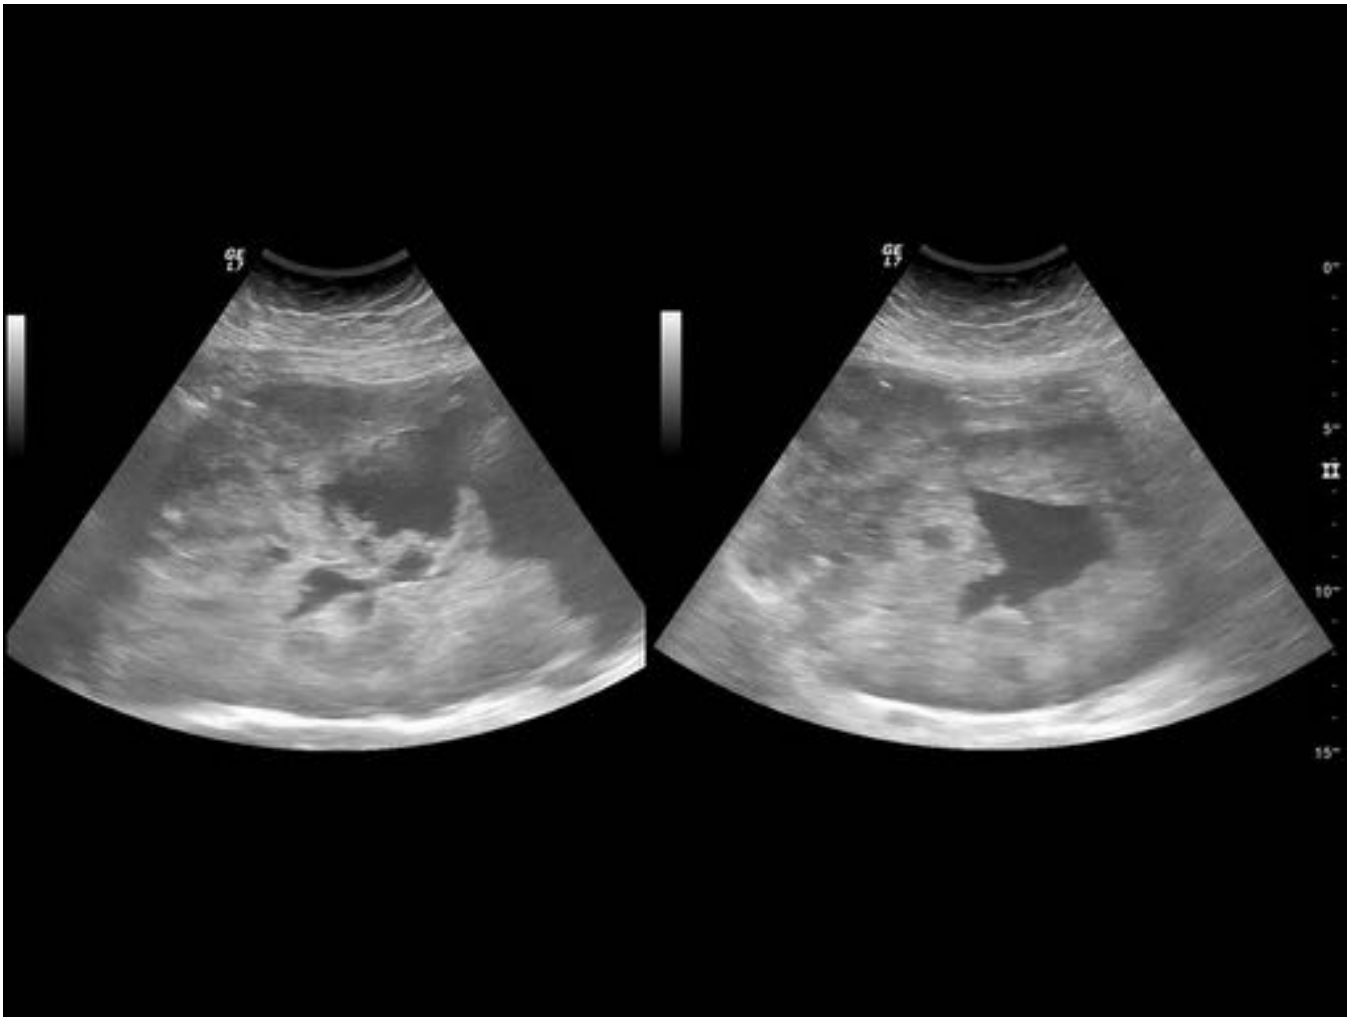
Paciente que acude a urgencias por masa abdominal y síndrome general de varios meses de evolución. Ecografía transabdominal. Masa epigástrica heterogénea con amplias áreas de necrosis central. Debido a su gran tamaño, no se puede determinar su origen mediante ecografía.
